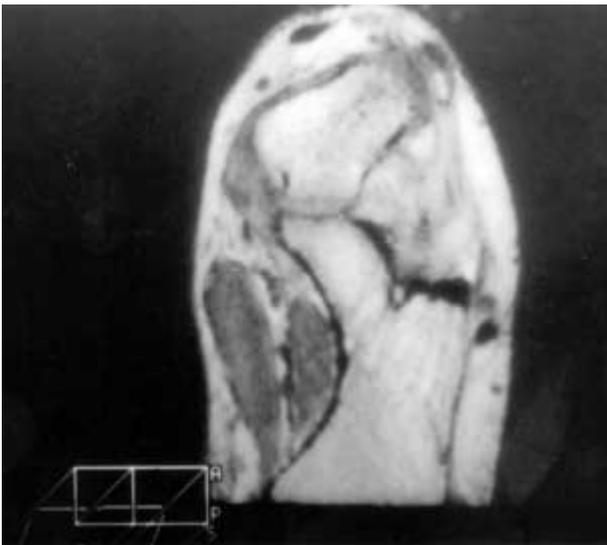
Rupture du ligament cervical à l'IRM.
